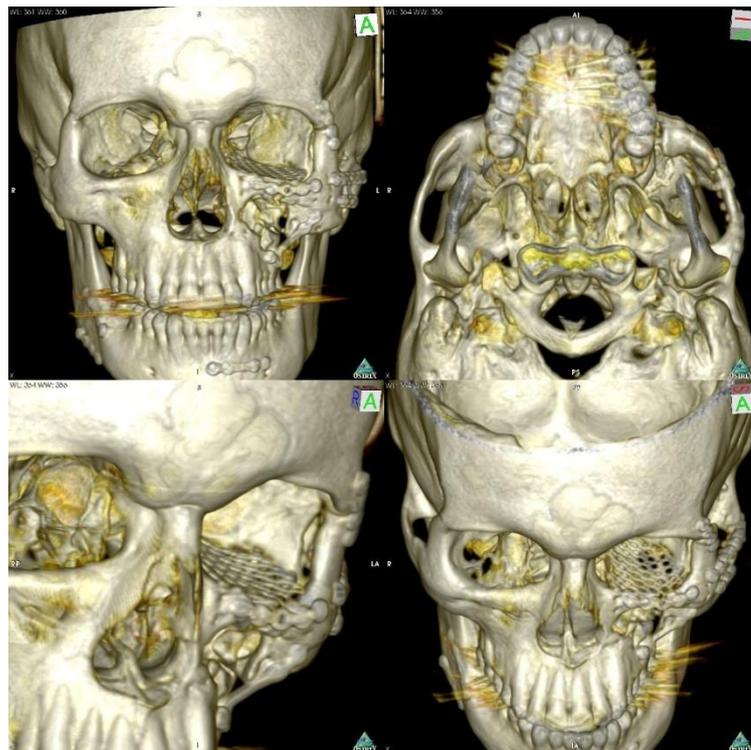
TC após a segunda intervenção cirúrgica (Setembro 2013).
